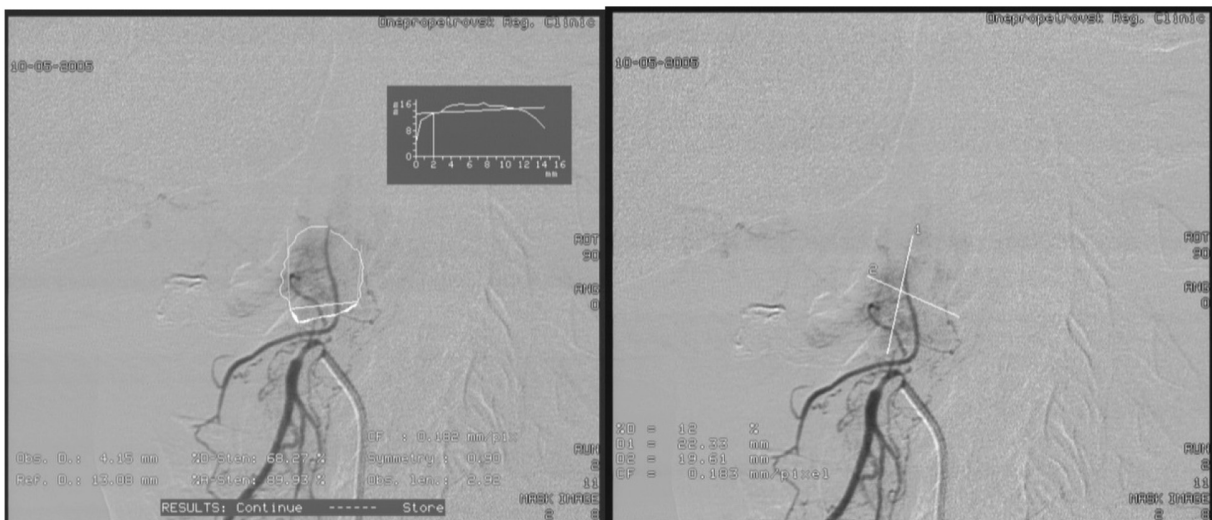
КТ-ангіографія. Визначення розмірів пухлини. Васкуляризація помірна.
